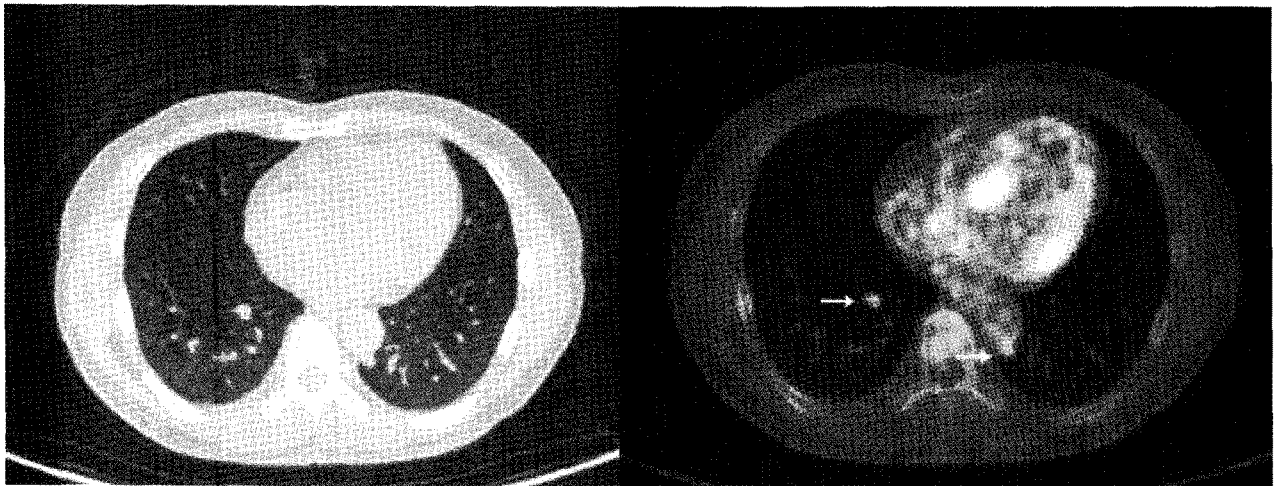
A 38-year-old man with a history of rectal cancer(adenocarcinoma) underwent F-18 FDG PET/CT 1 year after laparoscopic low anterior resection. Serum CEA level was 0.5ng/ml. F-18 FDG PET/CT showed variable sized multiple nodular lesions (white arrow) with mild FDG uptake (maximum SUV 2.5~3.0) in both lung fields which were confirmed as metastatic lung lesions by surgery.
